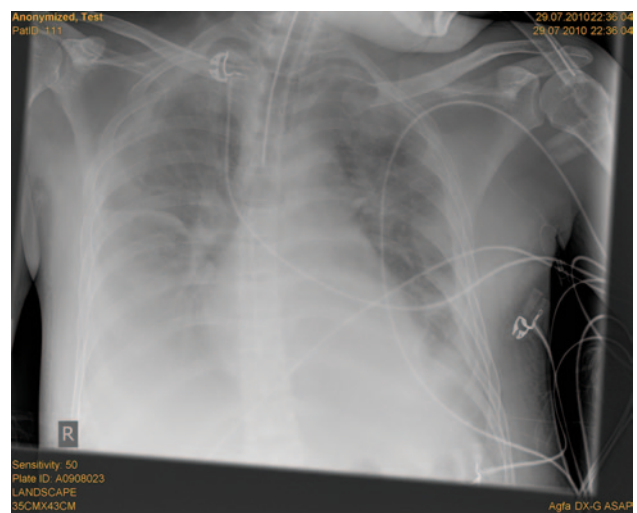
Röntgen-Thoraxaufnahme mit milchglasartiger Trübung und bipulmonalen Infiltraten im Rahmen eines ARDS
